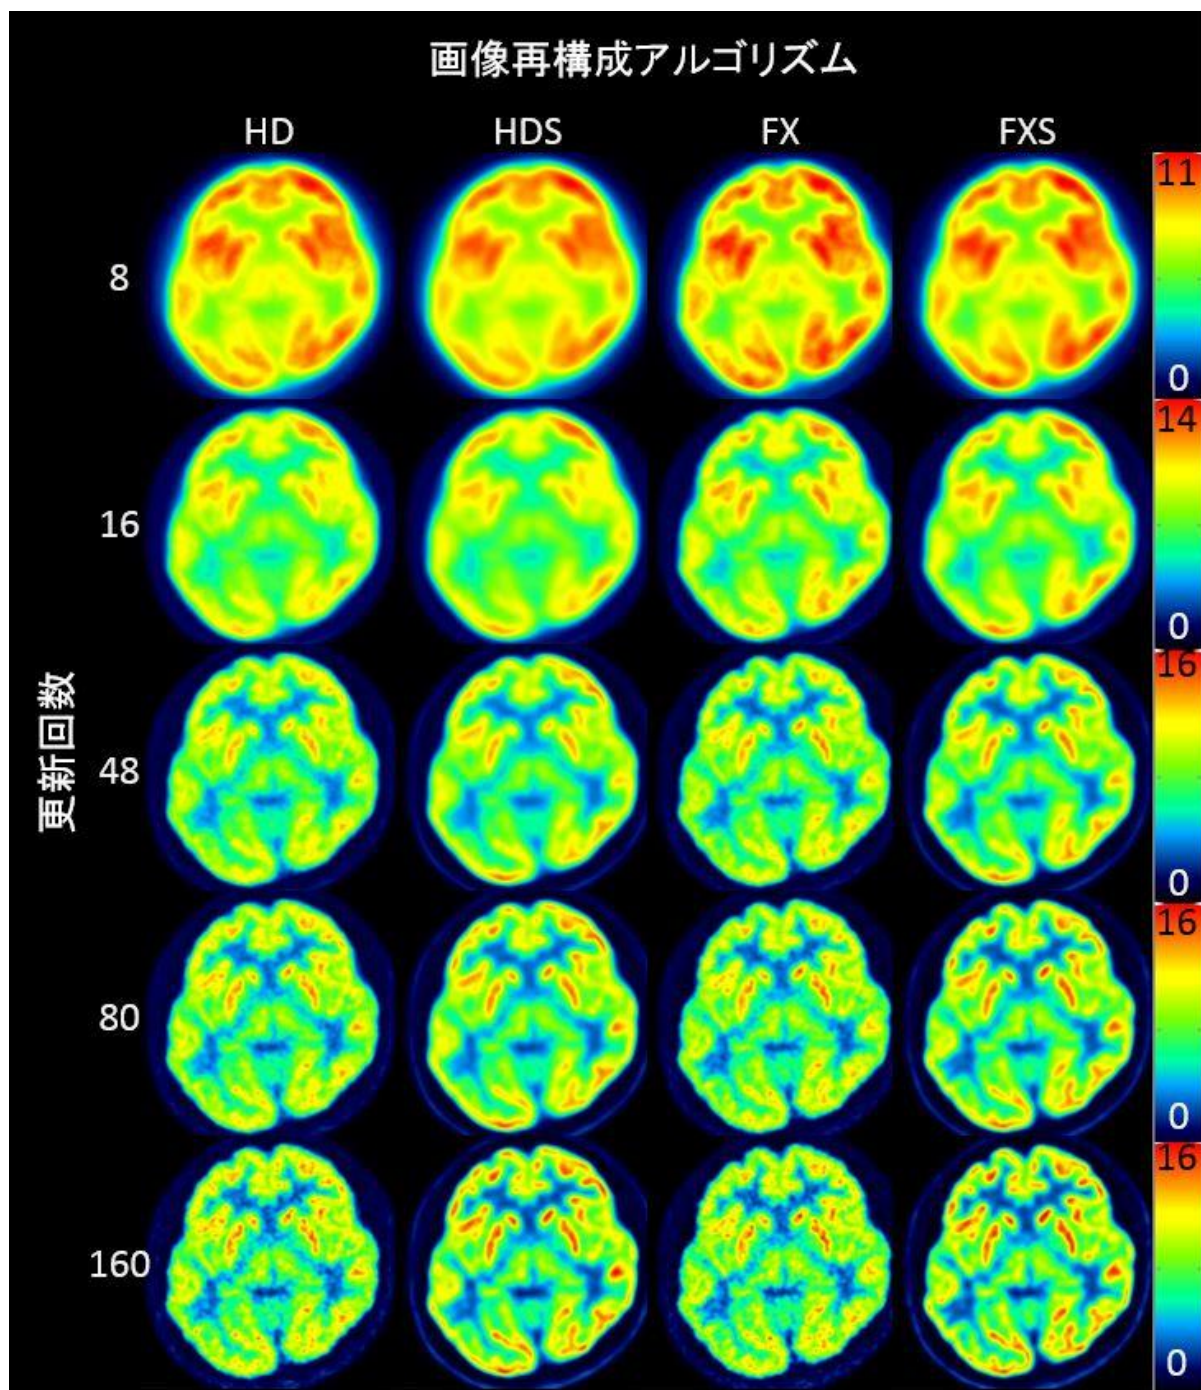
ボランティアによる ^{18}F FDG を用いた SUV 画像
